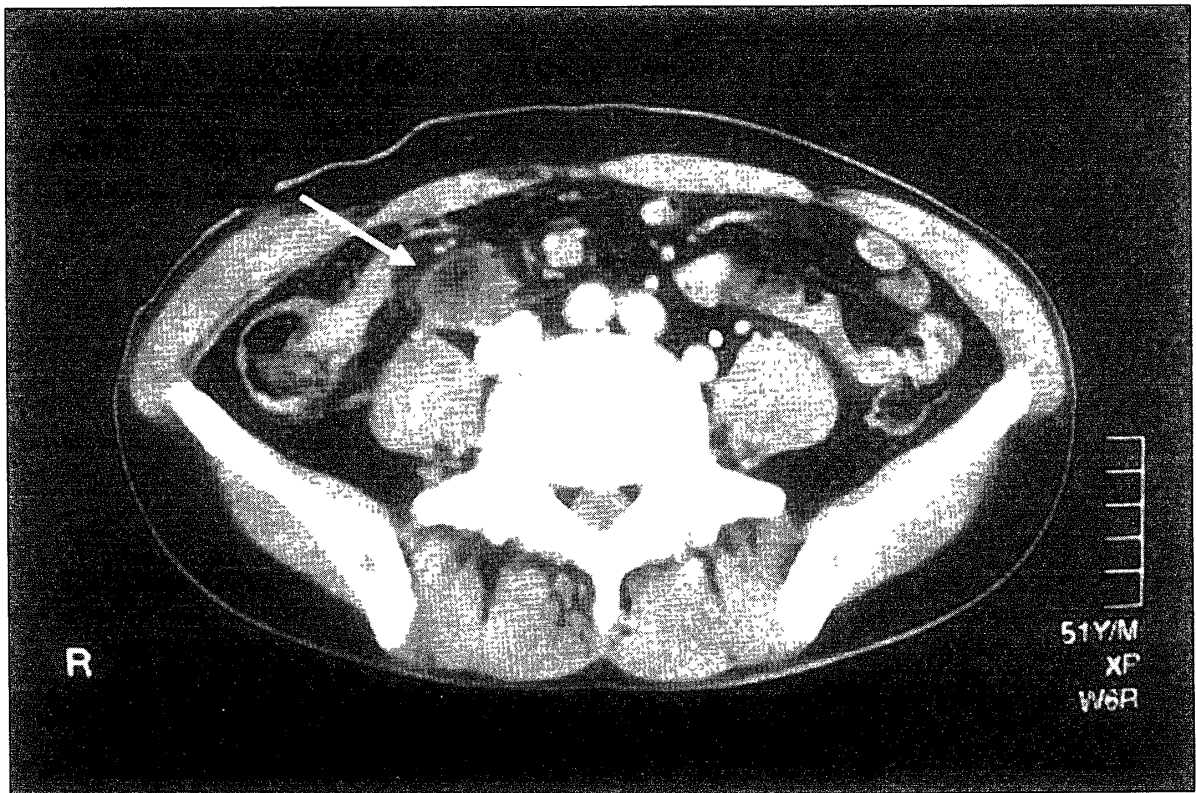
腹部CT検査所見（第9病日）：回盲部に径約2.5cmの嚢胞性病変を認めた（矢印）。
